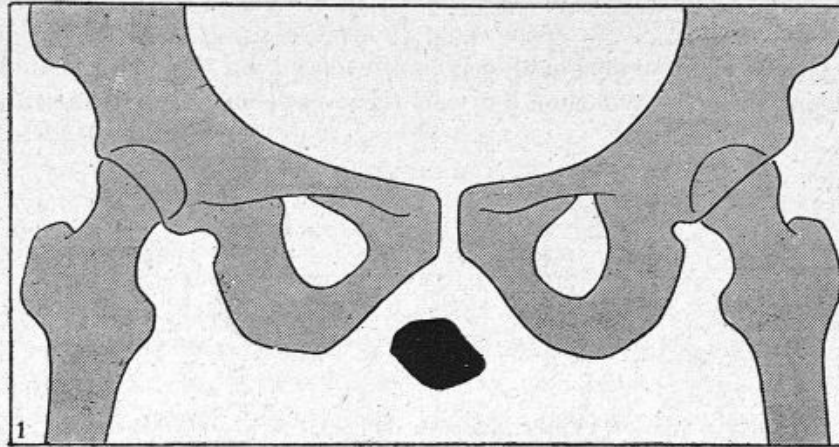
Calque radiographique d'un éclat d'obus intra-urétral sous-symphysaire.
